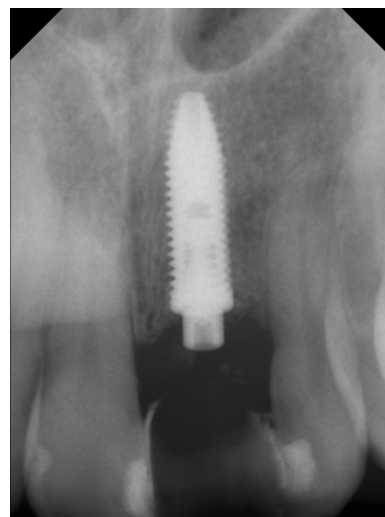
Radiografia periapical evidenciando a manutenção das cristas ósseas proximais.
